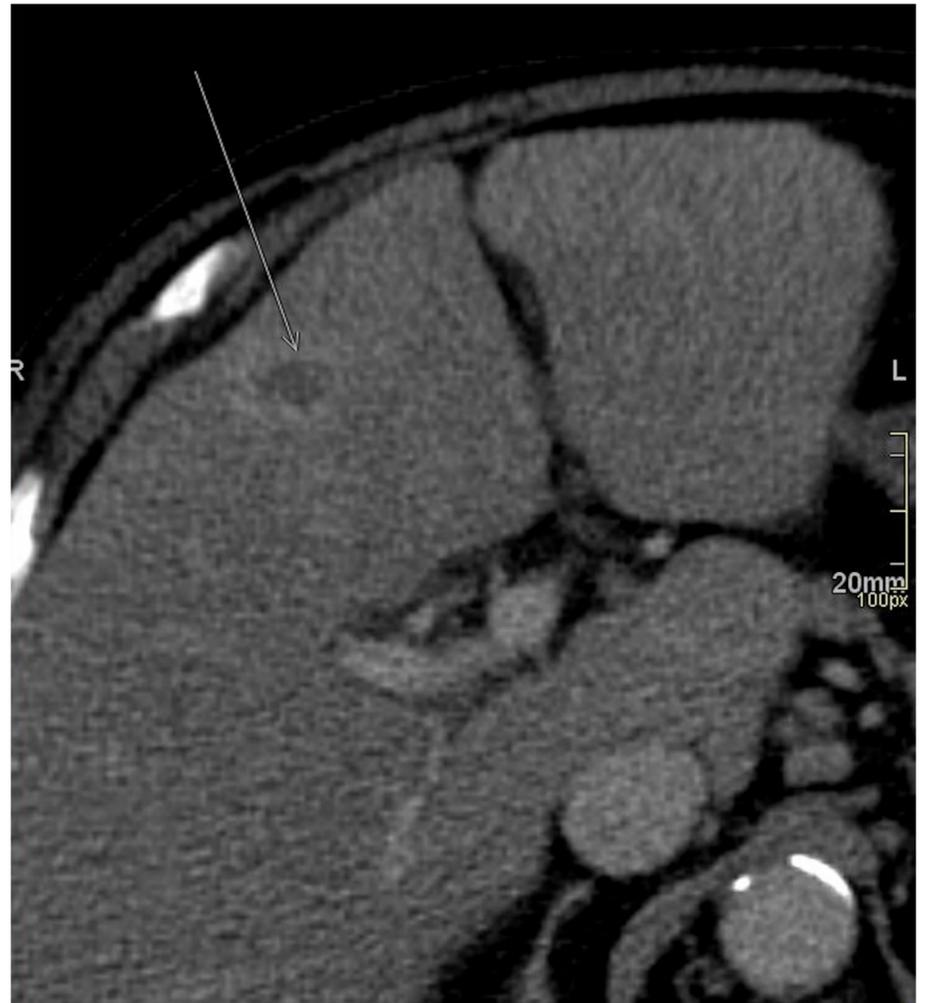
TC abdomino-pélvico (reconstrucción coronal y plano axial) con CIV en fase venosa.
